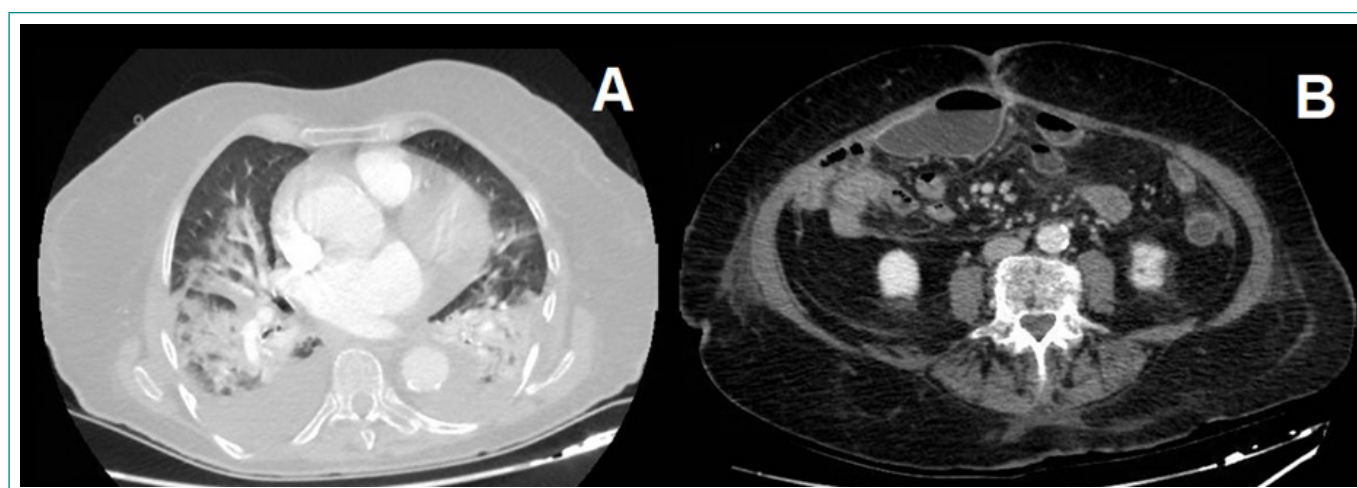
TC al noveno día del posoperatorio. En la imagen A se objetivan hallazgos compatibles con neumonía por SARS-CoV-2. En la imagen B se observan múltiples colecciones en hemiabdomen inferior derecho.
